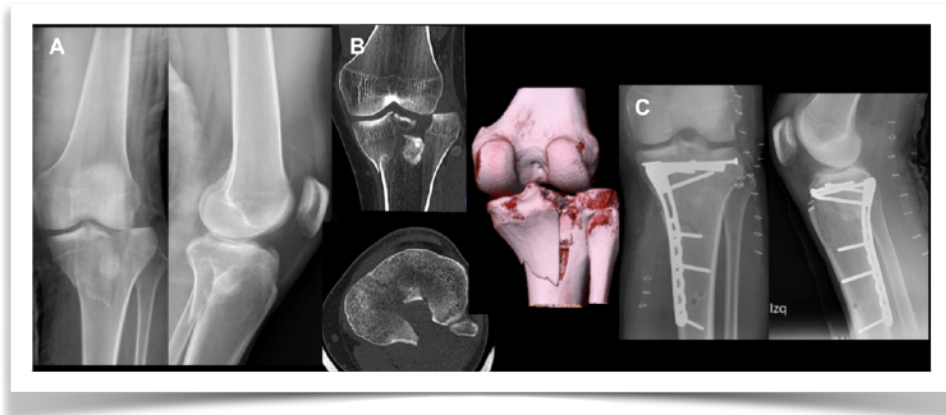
Caso clínico de paciente de 24 años, caído de altura con rodilla en flexión. (A) Radiografías AP y Lateral de rodilla, donde se evidencia compromiso de la columna posterior de los platillos tibiales. (B) TAC de rodilla que complementa la información previa y evidencia el hundimiento asociado en la columna posterior. (C) Radiografías AP y Lateral de rodilla postoperatoria, mostrando el resultado de abordaje posteromedial y posterolateral para reducción y estabilización con placa posteromedial anatómica más tornillos de posición.
